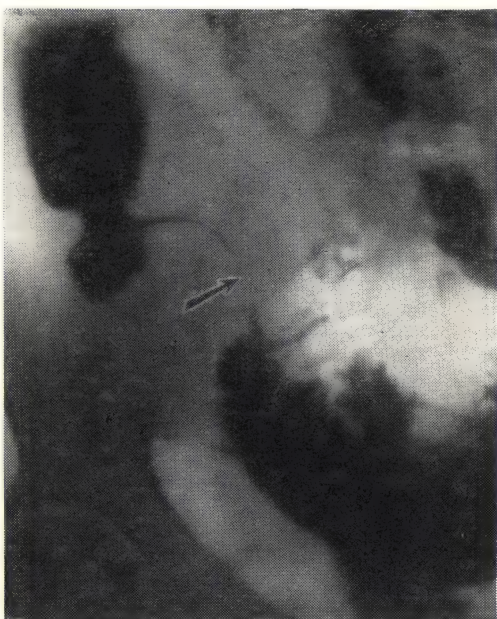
«Симптом струны» при болезни Крона (рентгенограмма).
